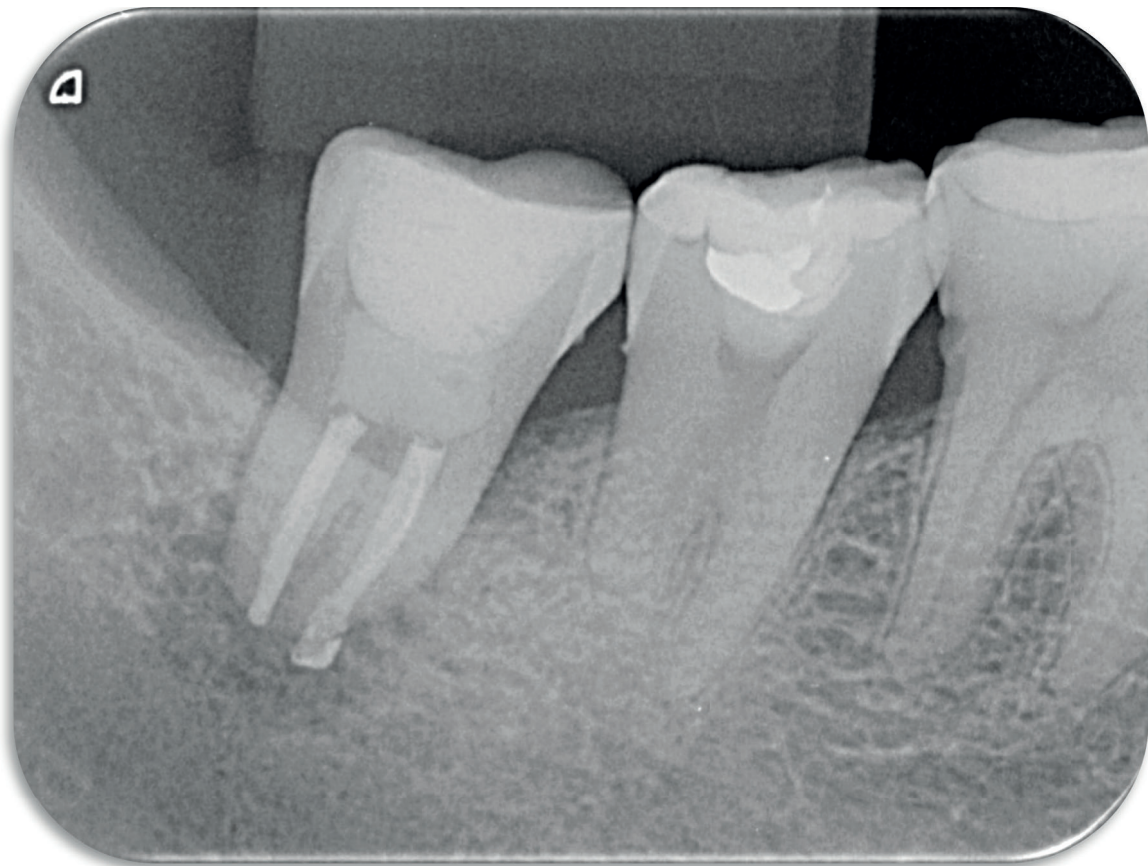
Radiografia final do caso.
